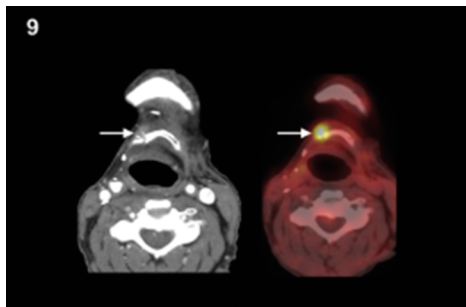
Категория NI-RADS 3: состояние после спасительной краевой мандибулотомии и модифицированной шейной диссекции резидуального поражения лимфатического узла IV группы справа, прилежащего к нижней челюсти и подъязычной кости. Лечение по поводу «орофарингеального плоскоклеточного рака» (неизвестный статус папилломавируса человека, отсутствуют DICOM-данные визуализации до начала лечения), пациент получал ХЛТ в другом учреждении. Первичная ПЭТ/КТ с КУ через 12 недель после ХЛТ показывает очаг накопления контраста в переднем правом крае подъязычной кости (стрелка), с интенсивным захватом FDG (стрелка). Это область высокого риска рецидива заболевания, поэтому следует рекомендовать биопсию [21]
